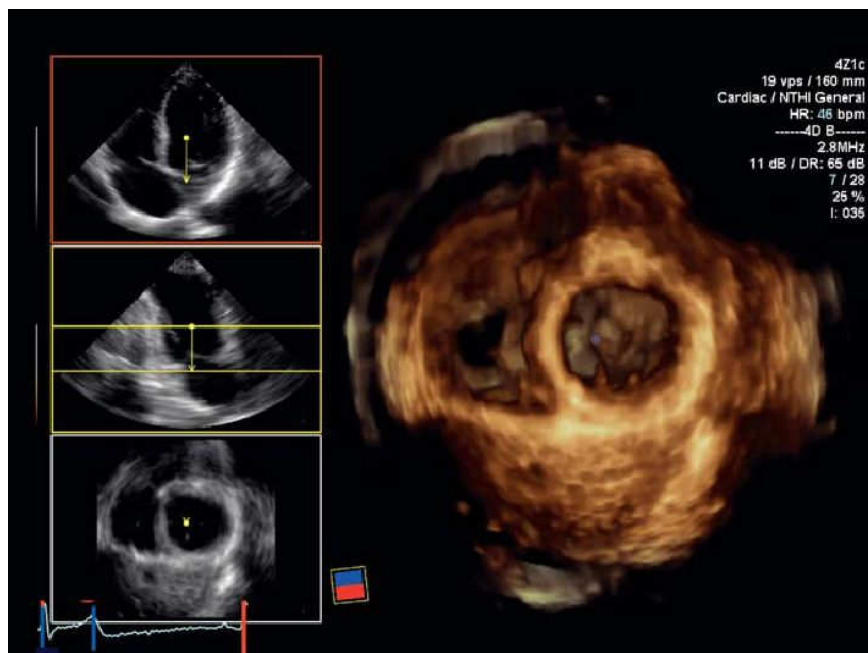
Exemplu de imagine achiziționată prin ecograful Siemens ACUSON SC 2000.
